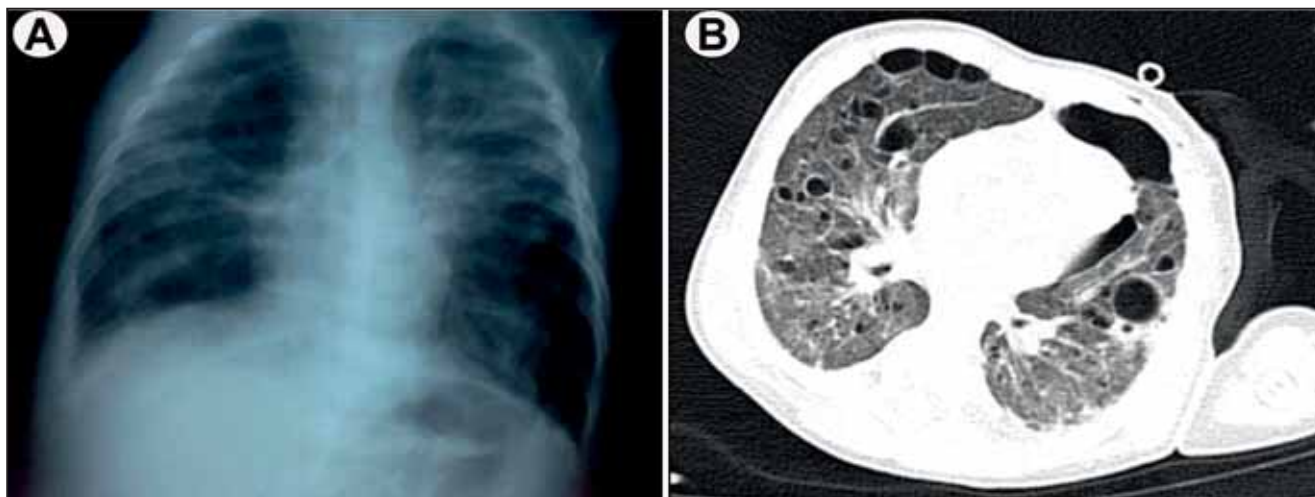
Malformație chistică pulmonară. (A) Aspecte radiologice; (B) Aspecte CT
